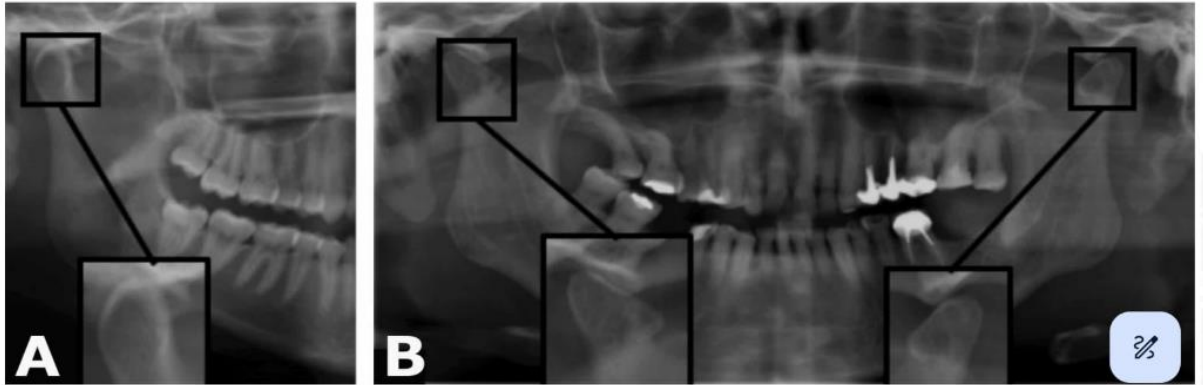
Radiografías panorámicas en las cuales en la imagen A se muestra la presencia de esclerosis y en la imagen B se presenta erosión del cóndilo izquierdo (21)
